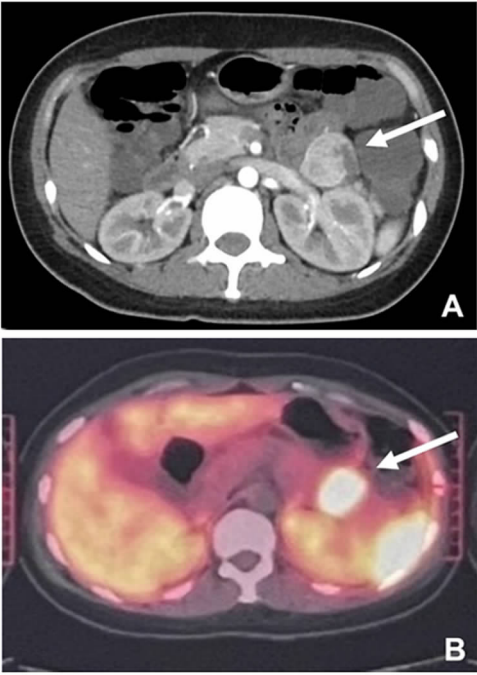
影像学检查结果(A 全腹增强CT; B 68Ga-DOTATATE PET/CT)
